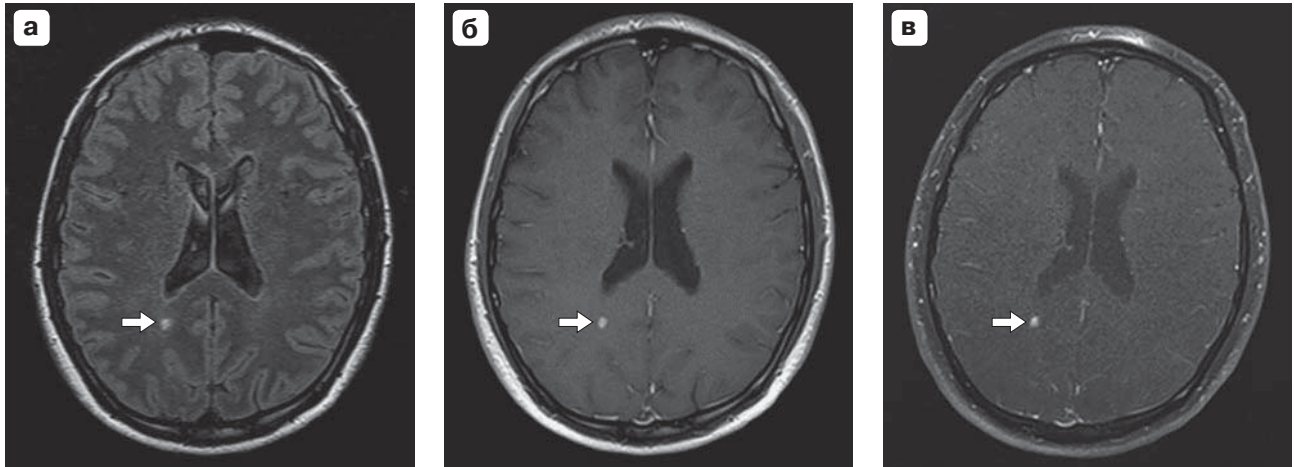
МР-изображения в аксиальной проекции пациента 48 лет с активной фазой РС. а – нативное изображение (FLAIR); б – постконтрастное Т1ВИ; в – постконтрастное Т1ВИ с эффектом переноса намагниченности с комбинацией: $\Delta f = -210$ Гц; $FA_{(MT)} = 600^\circ$. В перивентрикулярном отделе заднего рога правого бокового желудочка визуализируется очаг округлой формы без четких контуров, на FLAIR (а) имеется гиперинтенсивный МР-сигнал (стрелка), при контрастном усилении (б, в) определяется интенсивное накопление парамагнетика в очаге (стрелки).
